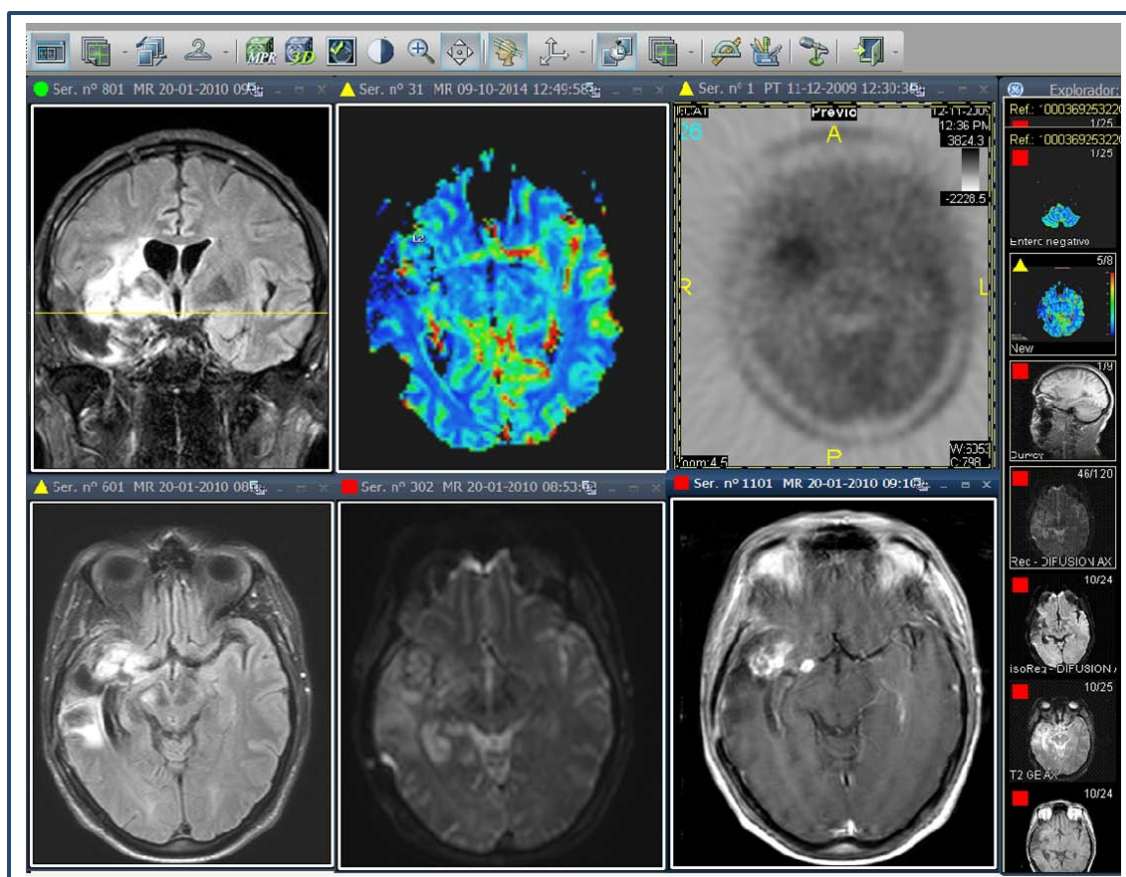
Anàlisi i coregistre d'imatges PET i RM (PACS).
